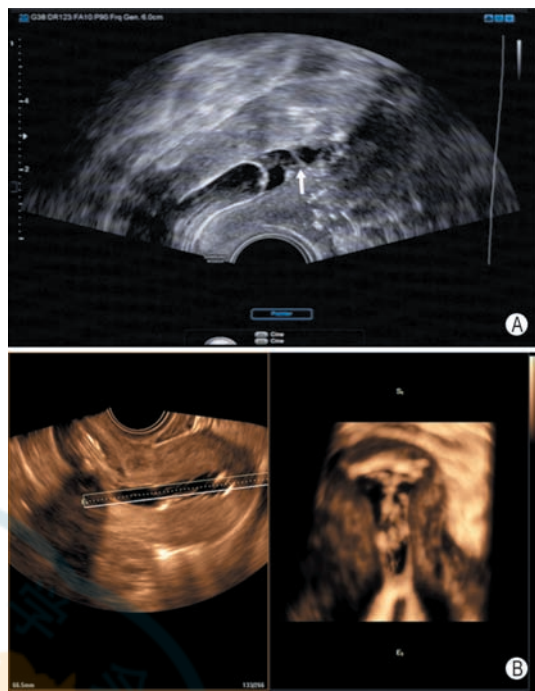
宫腔粘连声像图 A: 生理盐水灌注宫腔声学造影 (SIS) 矢状切面声像图可观察到宫腔内壁间的粘连带 (箭头所示); B: SIS 联合三维超声成像冠状切面声像图显示宫腔内多条粘连带并宫腔缩窄
